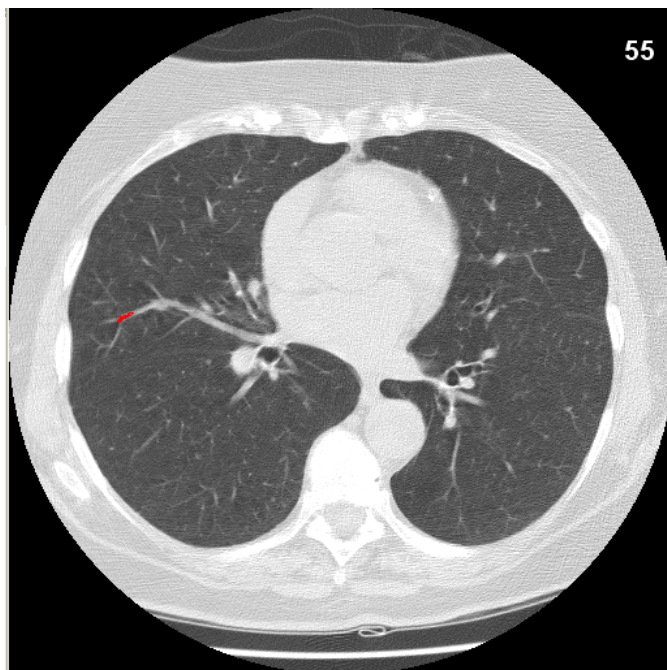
Seção de um exame de TC com falso positivo destacado em vermelho.
